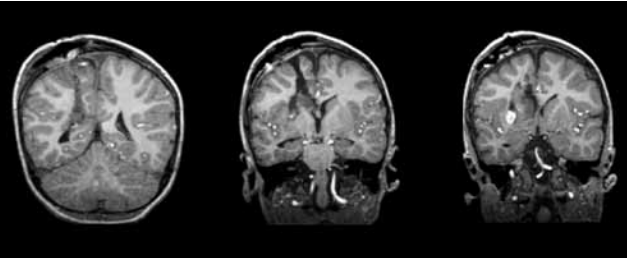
3. Es una imagen de RMN corresponde a la hemisferotomía, evidenciando la desconexión hemisférica.
